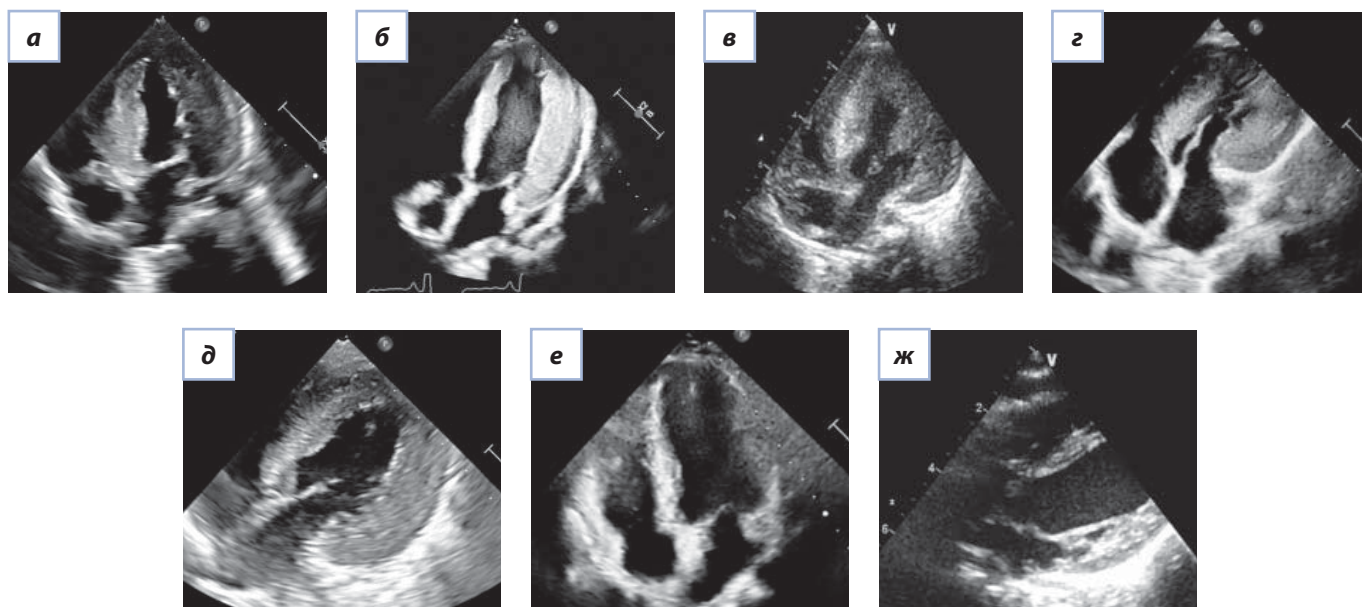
Трансторакальная эхокардиография пациентов с гипертрофическим фенотипом кардиомиопатии в структуре наследственных болезней обмена, митохондриальной патологии и синдромов RAS: с синдромом PRKAG2 (а), болезнью Данона (б), болезнью Помпе (в), синдромом Нуна (г), митохондриальной патологией (д), атаксией Фридрейха (е), муколипидозом (ж).
